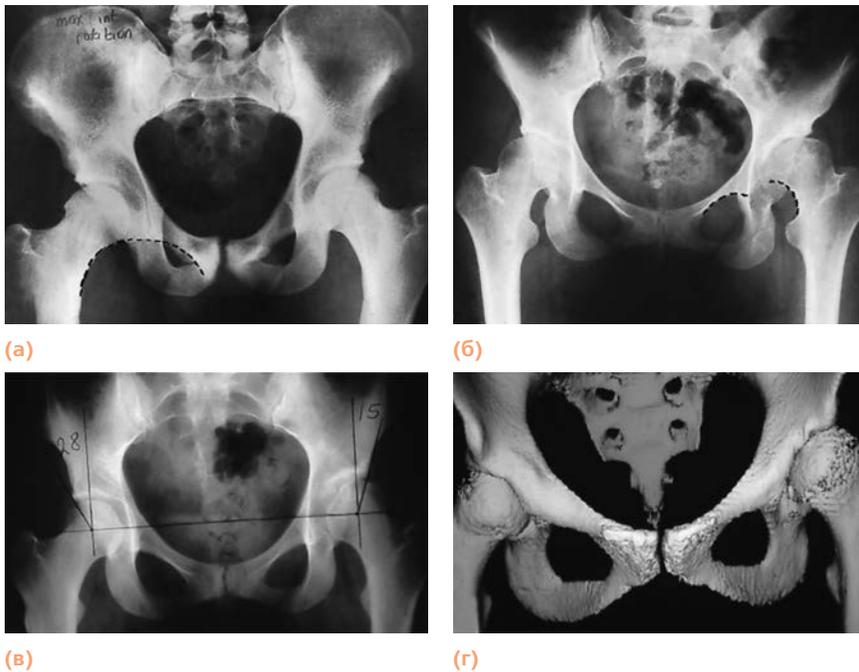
Визуализация сустава. (а) Переднезадняя рентгенограмма нормальных тазобедренных суставов, проведена линия Шентона. (б) Рентгенограмма пациента со вторичным коксартрозом слева, обусловленным врожденным подвывихом левого бедра. Суставная щель сужена, линия Шентона нарушена. (в, г) Рентгенограмма и трехмерная компьютерная томограмма, на которой видно, насколько мелкая впадина и какая значительная часть головки не покрыта, особенно в диспластичном левом тазобедренном суставе (печатается с разрешения Kjeld Søballe, Artus Universitetshospital).
